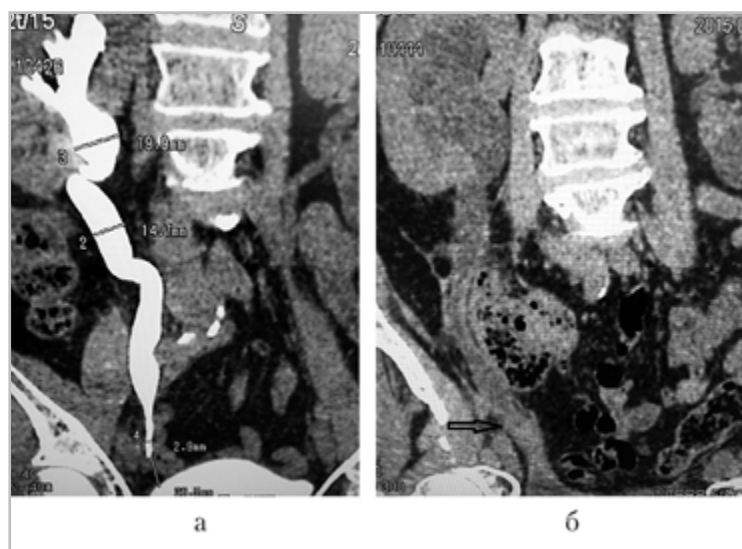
Компьютерные томограммы мочевой системы пациентки с перевязкой и отсечением правого мочеточника через 4 мес после экстирпации матки с придатками: *а* – коронарная проекция, дооперационное исследование; *б* – коронарная проекция, послеоперационное исследование; *а* – через нефростому справа введено КВ, выполнена расширенная полостная система почки, расширенный, извитой мочеточник, слепо оканчивающийся на 20–25 мм выше устья; *б* – наложен уртероцистонеоанастомоз, определяется умеренная уртеропиелокаликоектазия справа, снижение экскреторной функции правой почки за счет отека в месте наложения неоанастомоза (*стрелка*), околомочеточниковая клетчатка тяжистая
